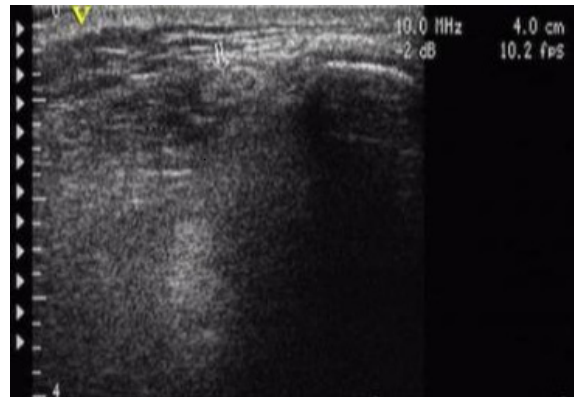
Measuring depth of acupoint by ultrasonoscope and gauging the insertion length
